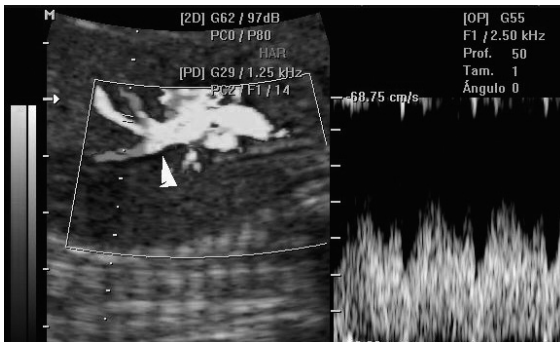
VVSD: Imagen similar con Doppler energía mostrando DV con Doppler espectral, suprahepática y cava inferior llegando a VVSD (flecha blanca) y luego aurícula derecha.
